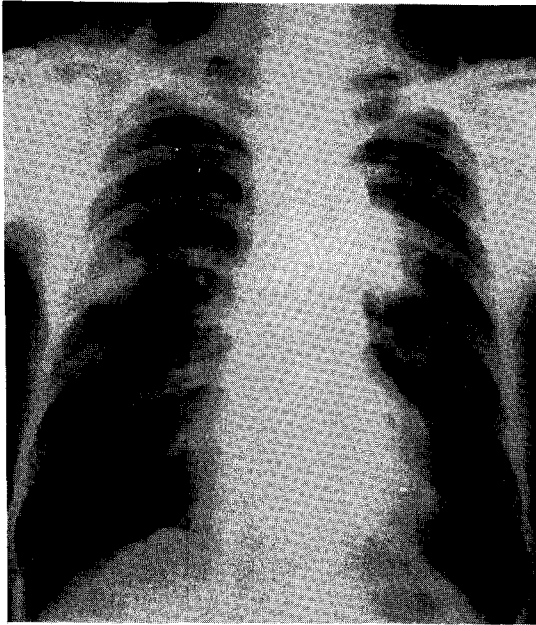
Simple chest roentgenology; 3×3 cm sized well marginated round mass density on periphery of the right middle lung field and egg sized poorly marginated increased density on left perihilar area.
